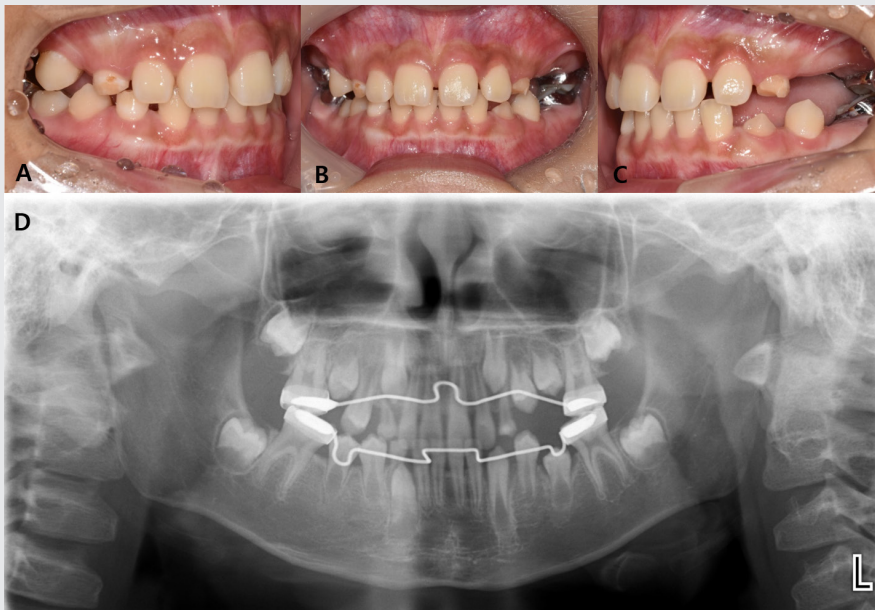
After 7 months, Intraoral photograph and panoramic radiograph. The posterior open bite was decreased and the movement of the successor premolar was observed.
